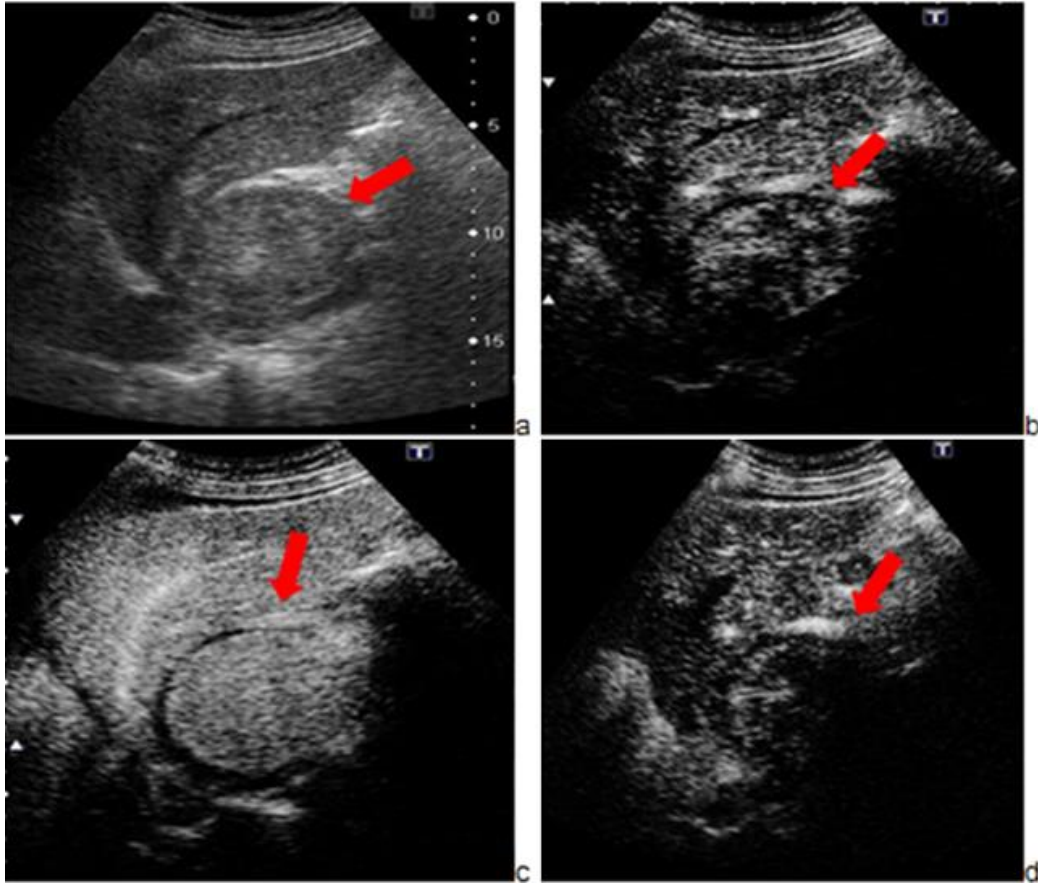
Ecografía abdominal realizada en una paciente de 74 años. Se observa una lesión focal hepática en el lóbulo caudado de 58 mm (Figura a, flecha). Tras inyección de contraste se observa un realce en fase arterial (Figuras b y c, flechas), con lavado en la fase portal (Figura d, flecha). Este comportamiento es característico del carcinoma hepatocelular.
